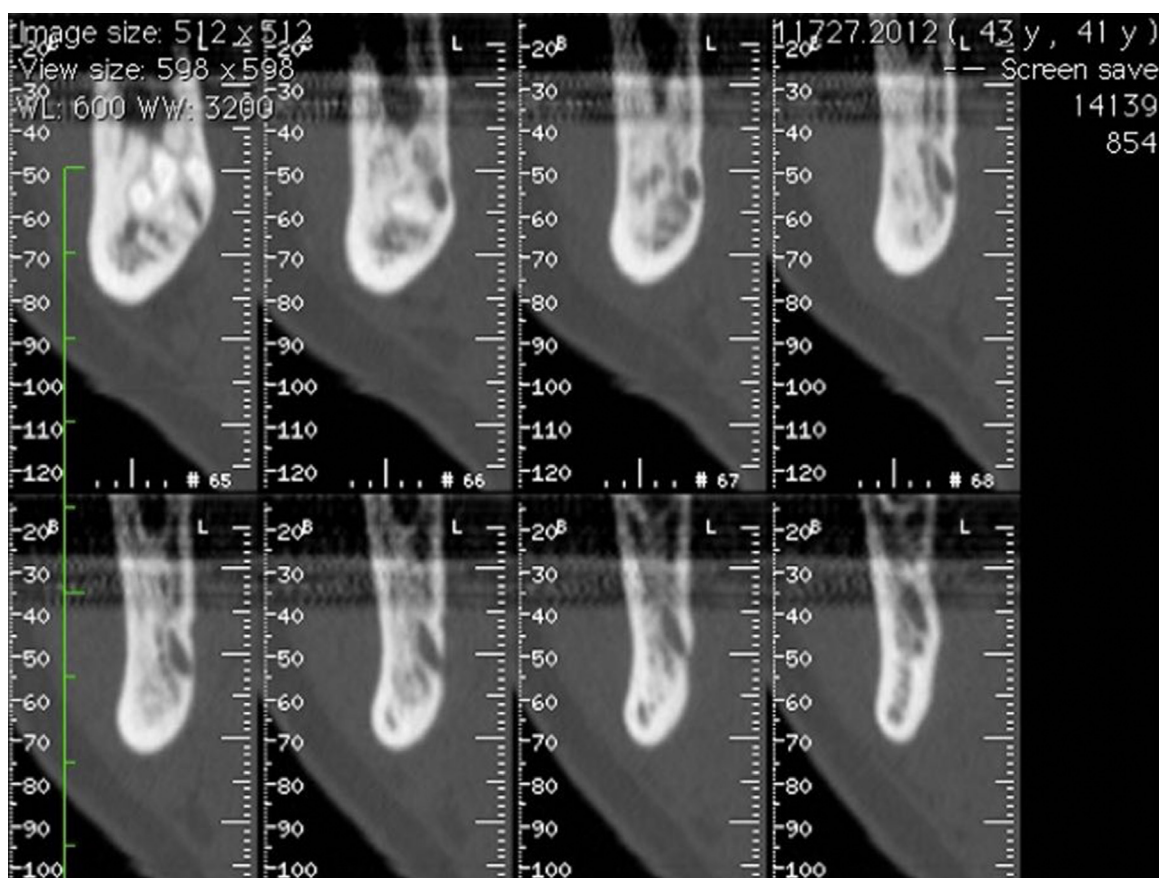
Tomografia axial computadorizada após 2 anos, cortes axiais da zona da lesão, demonstrando a diminuição da expansão da cortical e possível regeneração óssea.
